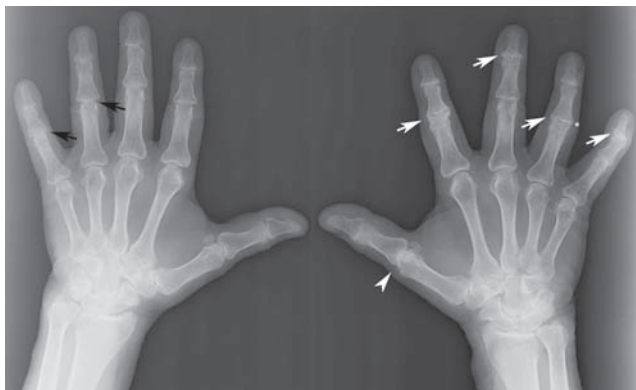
Conventional AP radiographs of the hands of an 85-year-old male patient with PsA. Note the narrowing of the interphalangeal joint spaces with osteophytosis and sclerosis – classic signs of osteoarthritic changes (white arrows). Fluffy bone appearance is seen at the site of active disease (asterisk). Erosion of the heads of the proximal phalanges results in the “pencil-in-cup” sign (black arrows). Subluxation of the first MCP joint can also be seen (white arrowhead). Typically of PsA, changes are asymmetric and seen in the distal joints.
